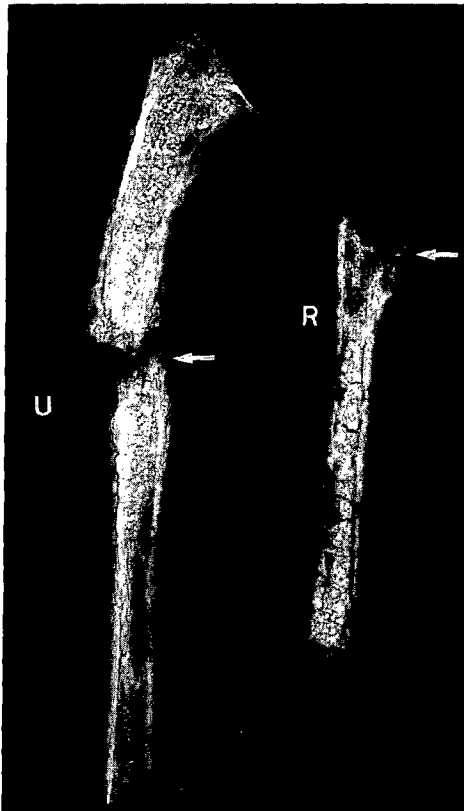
Radiografia de l'avantbraç esquerre de l'individu n. 16.
